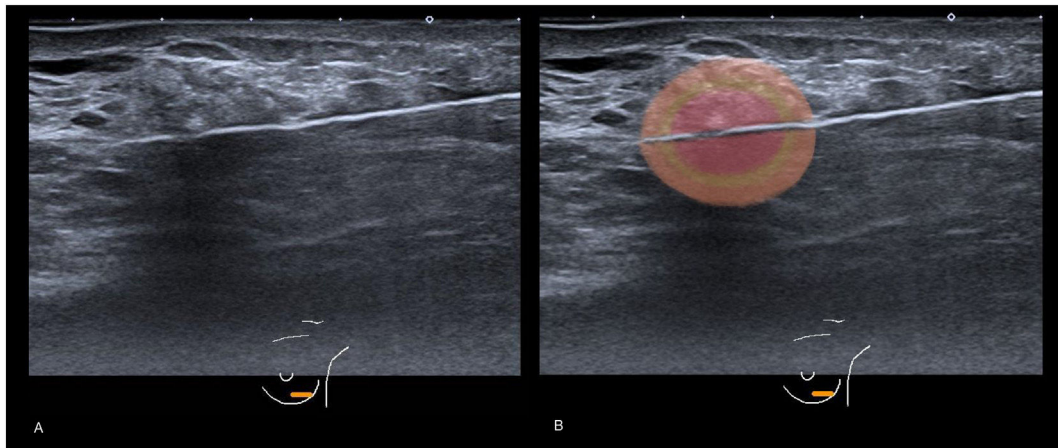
A y B) Imágenes de ecografía durante la ablación. Se observa la sonda de microondas atravesando el eje longitudinal mayor de la lesión por la mitad, con el bisel sobrepasando ligeramente el extremo distal del nódulo, para obtener un margen de tejido sano en la ablación de unos 5 mm. La ablación se realizará desde la punta hacia atrás, centrada en la punta activa, que se visualiza en la ecografía como una pequeña muesca.
